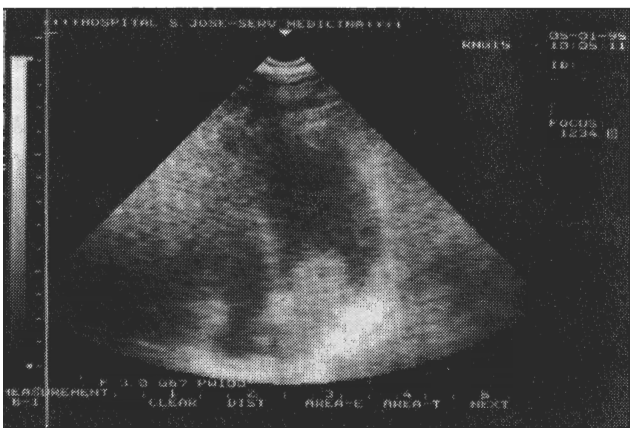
Ecocardiograma (5/01/95). Volumosa massa intra-auricular esquerda, que prolapsa em parte, para o ventrículo esquerdo em sístole.
